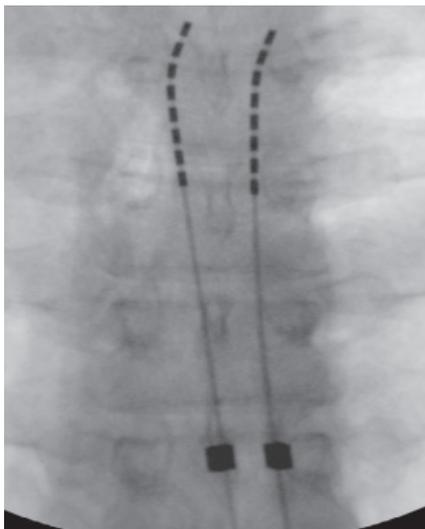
Sonde non prévue pour l'IRM avec ancrage Clik ou Clik X Fournie à titre de référence.
